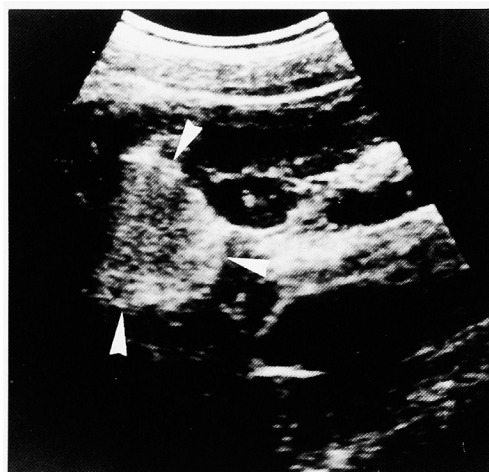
Ultrasonography revealed a hyperechoic mass on the left kidney (case 2).
